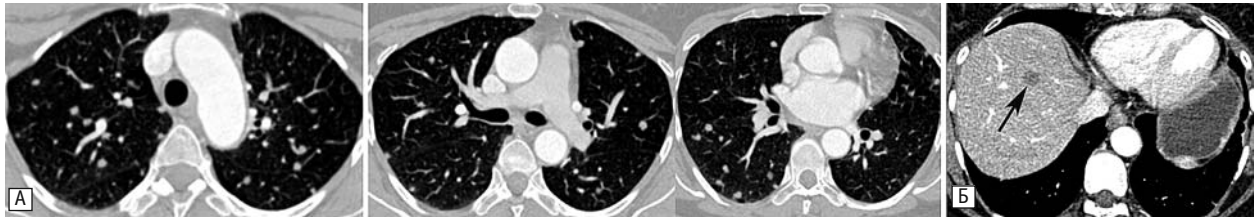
Комп'ютерна томограма ОГК хворої Д. після 5 міс спостереження, КТ-ангіографія.
